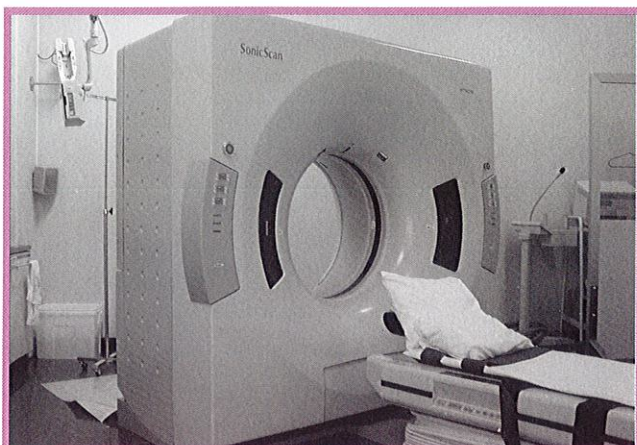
医科用CT、シングルスライスヘリカルCT (日立メディコ Virage SonicScan)
